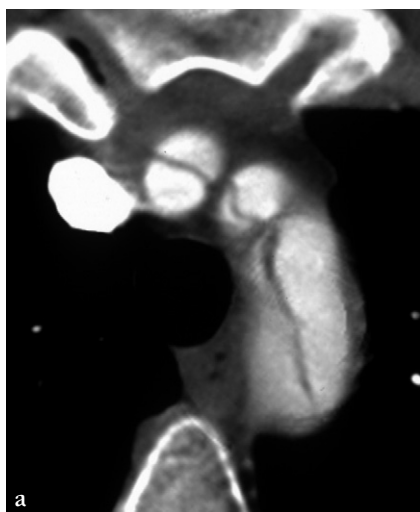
Dissection aortique de type A. a. Coupe TDM axiale. b. Images sagittales obliques en MIP montrant l'extension de la dissection aux troncs supra-aortiques.
